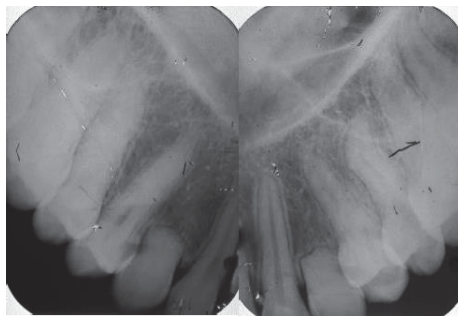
Radiografias periapicais dos caninos superiores direito e esquerdo. Nota-se a rizogênese incompletas das raízes dos dentes.
